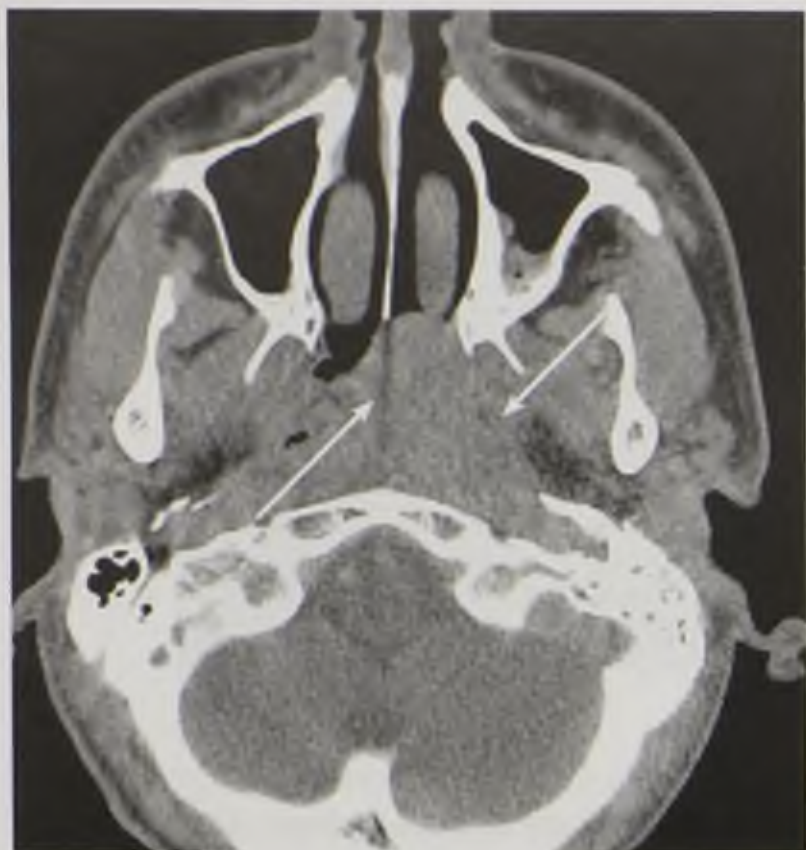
Компьютерная томограмма в аксиальной плоскости. Опухоль носоглотки (стрелки)
